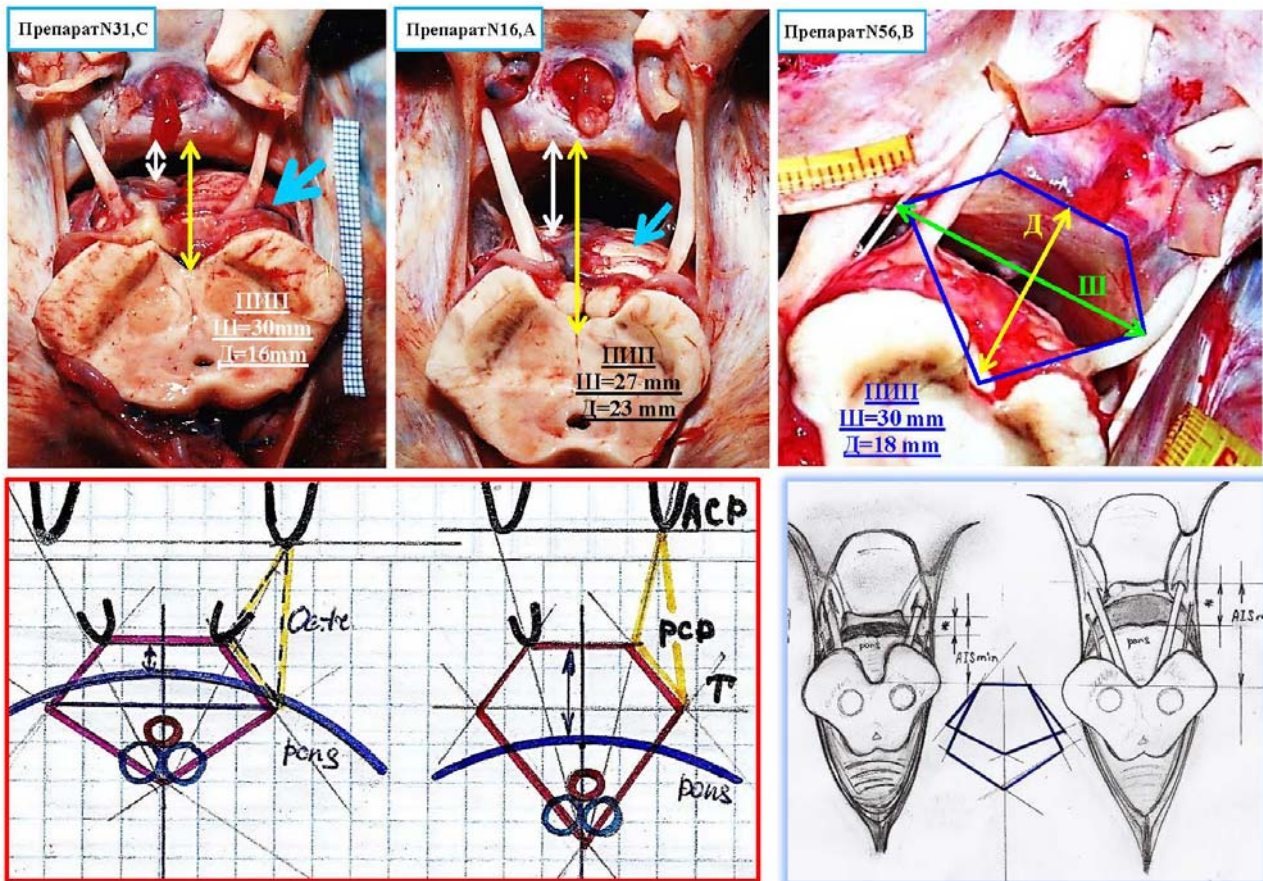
Сравнения формы пятиугольников ПИП. Анатомические препараты ВНМ № 31, С, ВНМ № 16, А, ВНМ № 56, В. Препарат N31 имеет короткий (16 mm) переднезадний размер. Препарат N16 имеет максимальное расстояние 23 mm от спинки турецкого седла до межножковой ямки (длина ПИП). Объем моста, выполняющий ПИП разный. Препарат N31 имеет большое количество ткани моста (13 mm, голубая стрелка), верхушка БА смещена влево. Препарат N16 имеет большое количество свободного пространства без протрузии ткани моста в ПИП (12 mm, белая стрелка). Количество ПИП свободного от ткани моста в первом случае в два раза меньше
